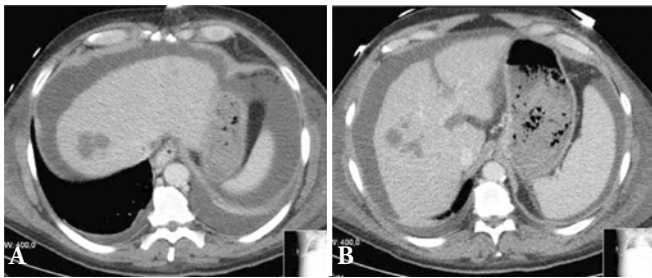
TAC TAP com nódulo hepático suspeito.
